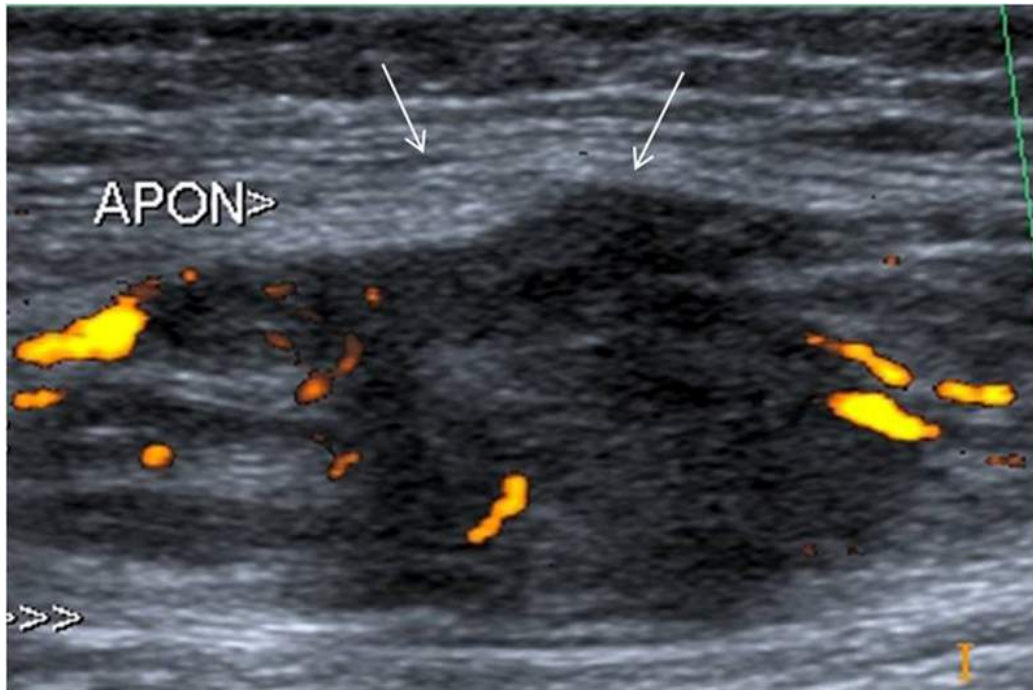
Sarcome intramusculaire. Coupe avec Doppler énergie.
